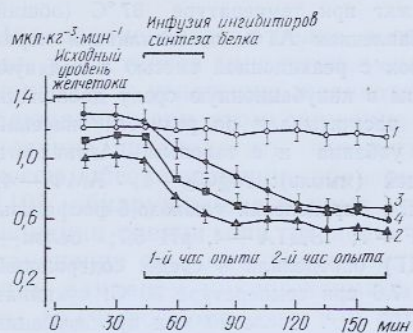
Изменение объемной скорости желчетока при инфузии ингибиторов синтеза белка:
